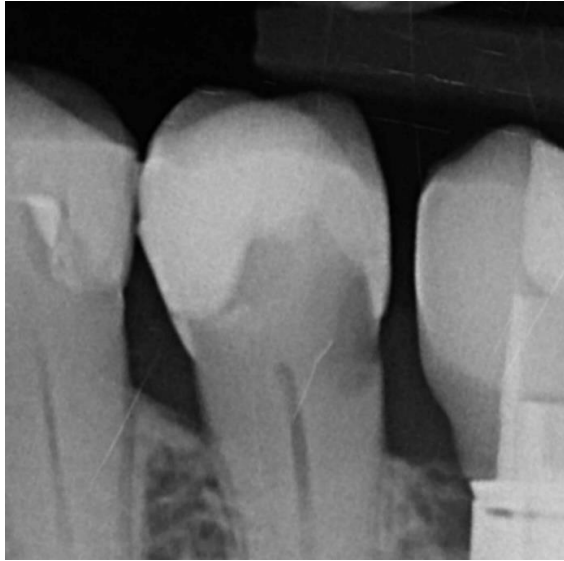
Radiografía de OD 45 con lesión cariosa en zona cervical donde se extiende por debajo de la encía y unión amelo-cementaria, donde está indicado realizar DME
